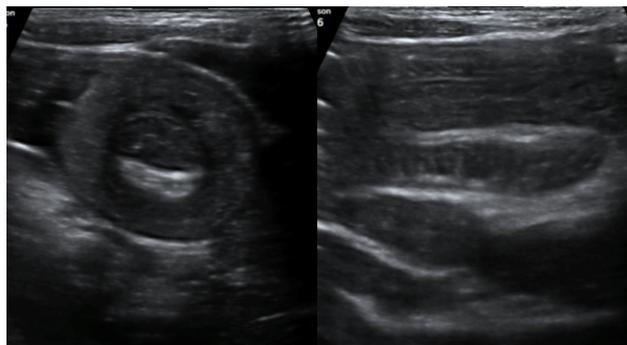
Ecografia abdominal, que apresenta imagem compatível com invaginação intestinal de delgado, a nível do hipocôndrio esquerdo. a) Imagem em “alvo”, no plano transversal; b) Imagem de pseudo-rim, no plano longitudinal.
